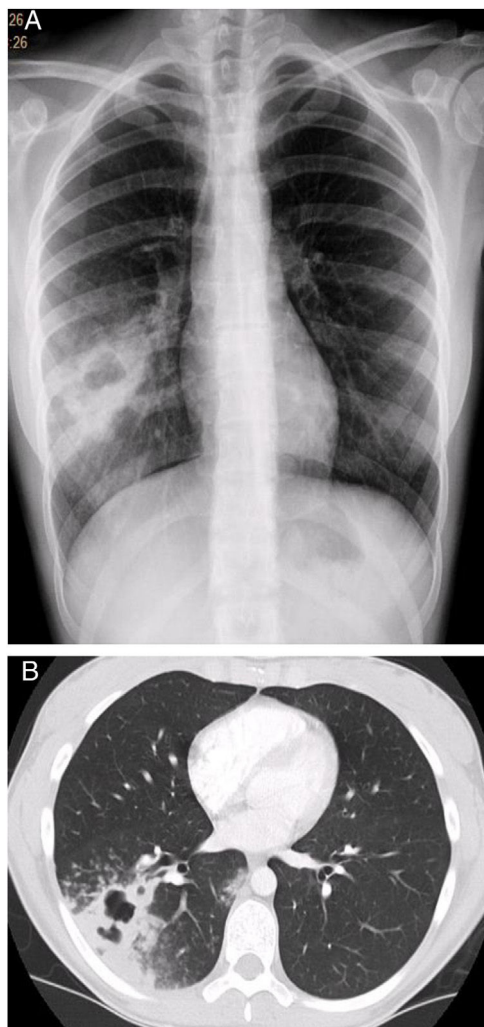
Caso 2. Radiografía de Tórax postero-anterior y TC de Tórax: condensación cavitada en lóbulo inferior derecho. Caverna con consolidación adyacente.
